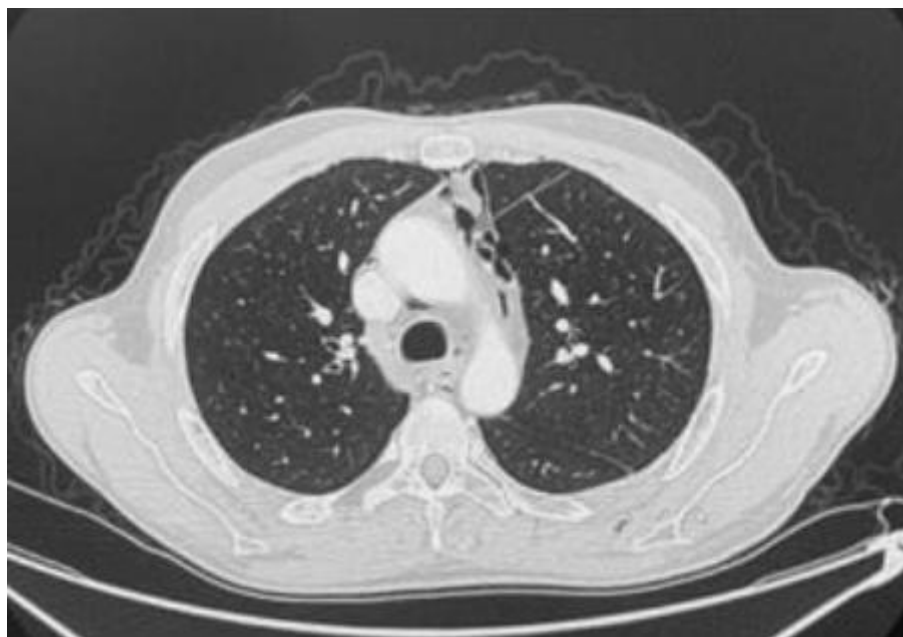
TDM thoracique en coupe axiale en fenêtre parenchymateuse objectivant un pneumomédiastin de moyenne abondance prédominant au niveau médiastinal antérieur (→) (Service de pneumologie, Hôpital «20 août 1953»).
